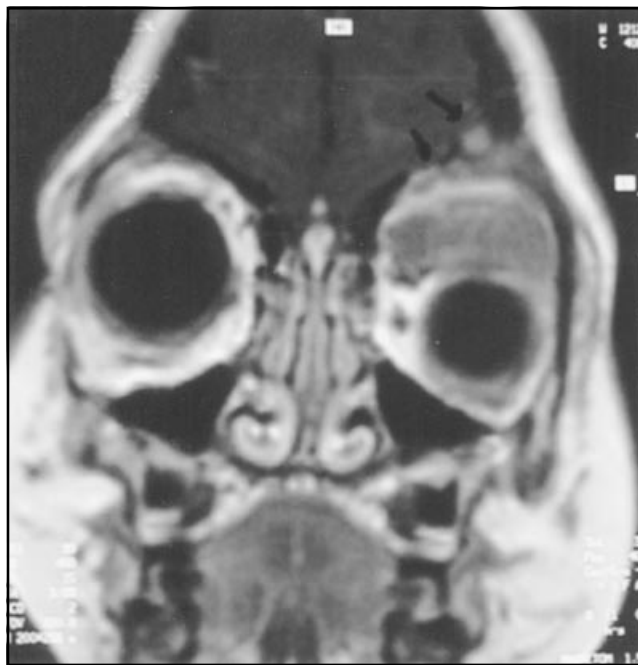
Resonancia magnética coronal de cráneo que muestra el desplazamiento inferotemporal del globo ocular izquierdo.
